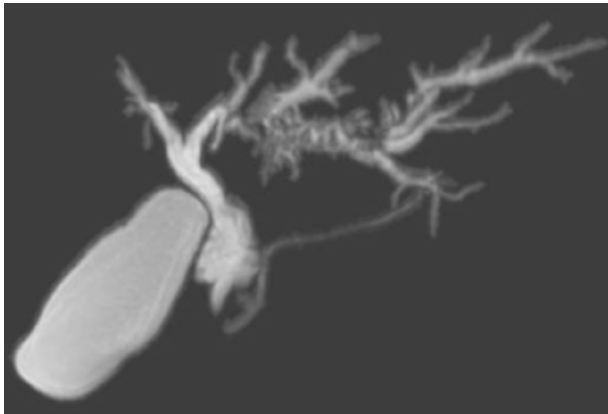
Reconstrucción 3D de resonancia magnética con contraste hepato-específico en la que se aprecia la dilatación segmentaria de la vía biliar intrahepática izquierda.
